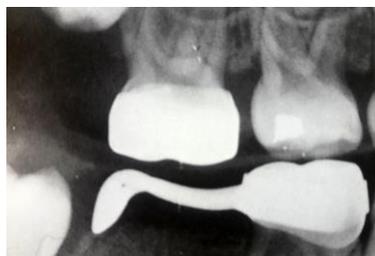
Radiografía que muestra la colocación intraalveolar de la zapatilla distal.³⁵
